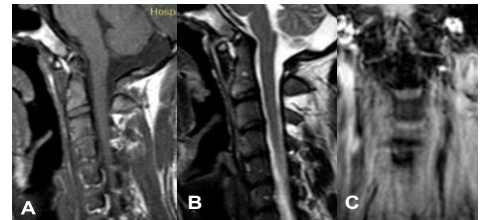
Imágenes de IRM: secuencia T1, T2 sagitales (A y B) y T2 coronal (C), sin evidencia de compresión neural.
